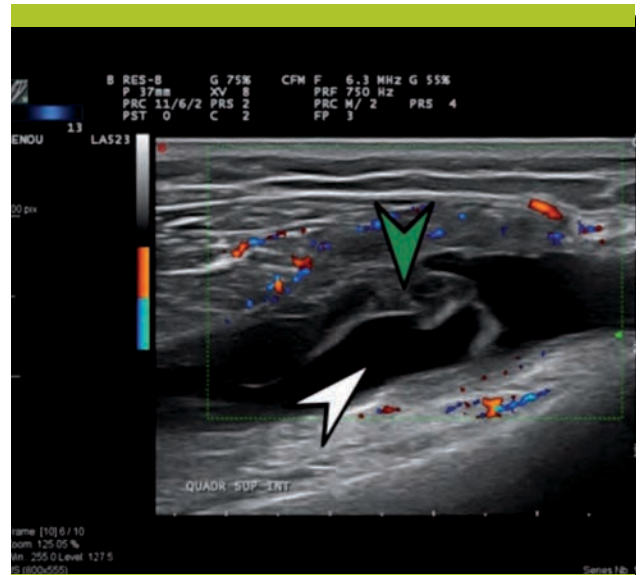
Image échographique longitudinale de la fosse suprapatellaire du genou montrant un important épanchement articulaire (flèche blanche) ainsi qu'une hypertrophie synoviale (flèche verte) avec activité doppler augmentée (images rouges et bleues)
